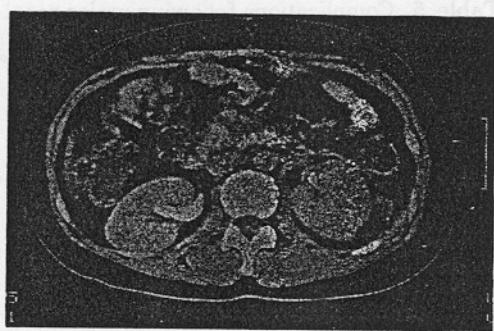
Repeated CT scan 6 months later shows markedly improved parenchymal enhancement without urinary extravasation.
